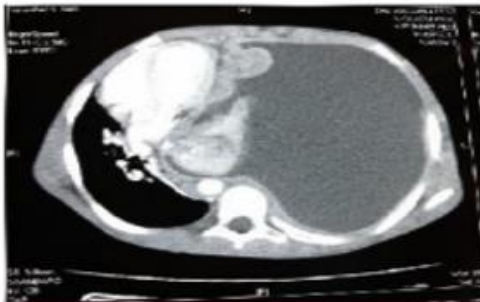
TDM thoracique montrant une masse médiastinale chez un patient ayant un LT [1].
